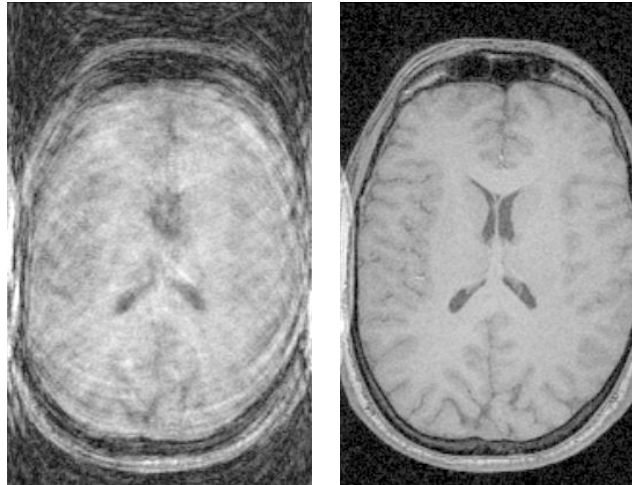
Beispiel für Bildfehler als Folge von Patientenbewegung bei der MRT: Links ist eine Schicht einer MRT-Aufnahme zu sehen, bei der der Patient sich während der Aufnahme bewegte. Rechts ist eine Schicht einer MRT-Aufnahme zu sehen, bei der der Patient sich während der Aufnahme nicht bewegt hat (aus [43]).
